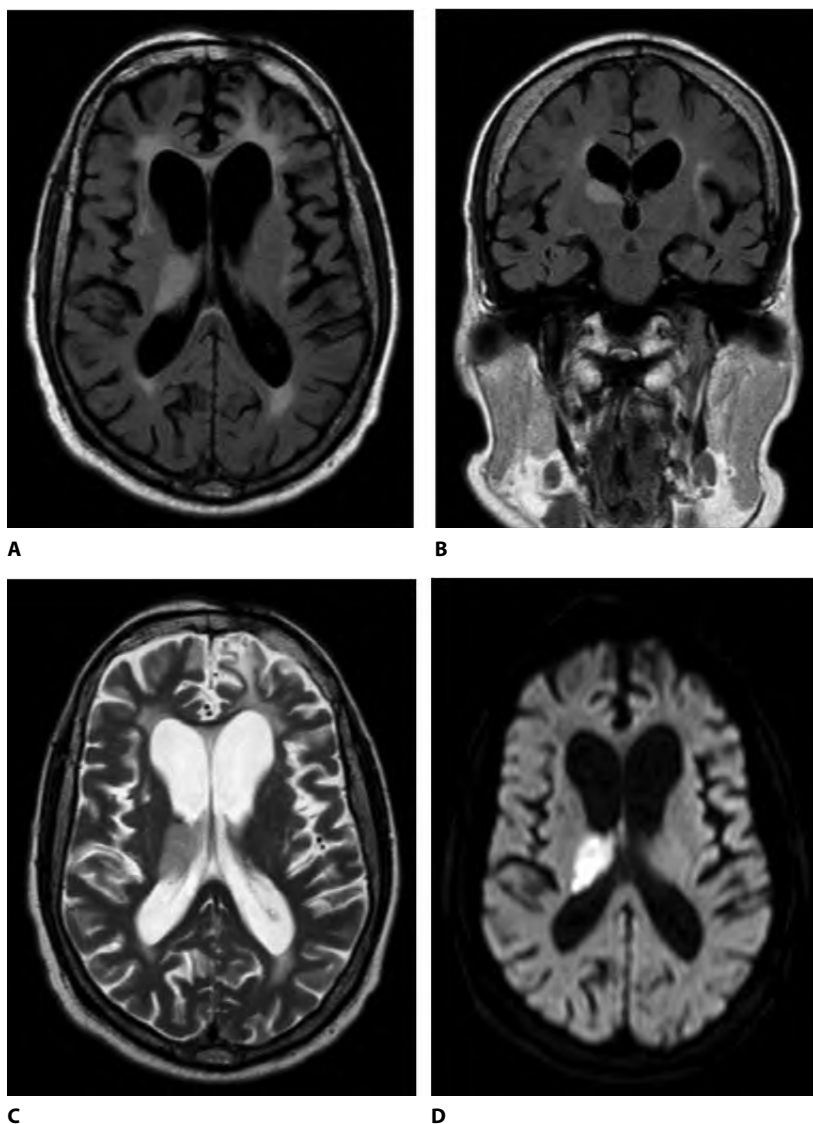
МРТ ГМ без внутривенного контрастирования. В таламической области справа выявлен изоинтенсивный в режиме T2 (А, В) и гиперинтенсивный на FLAIR (С) участок, ограничивающий диффузию – инфаркт в бассейне задней мозговой артерии
